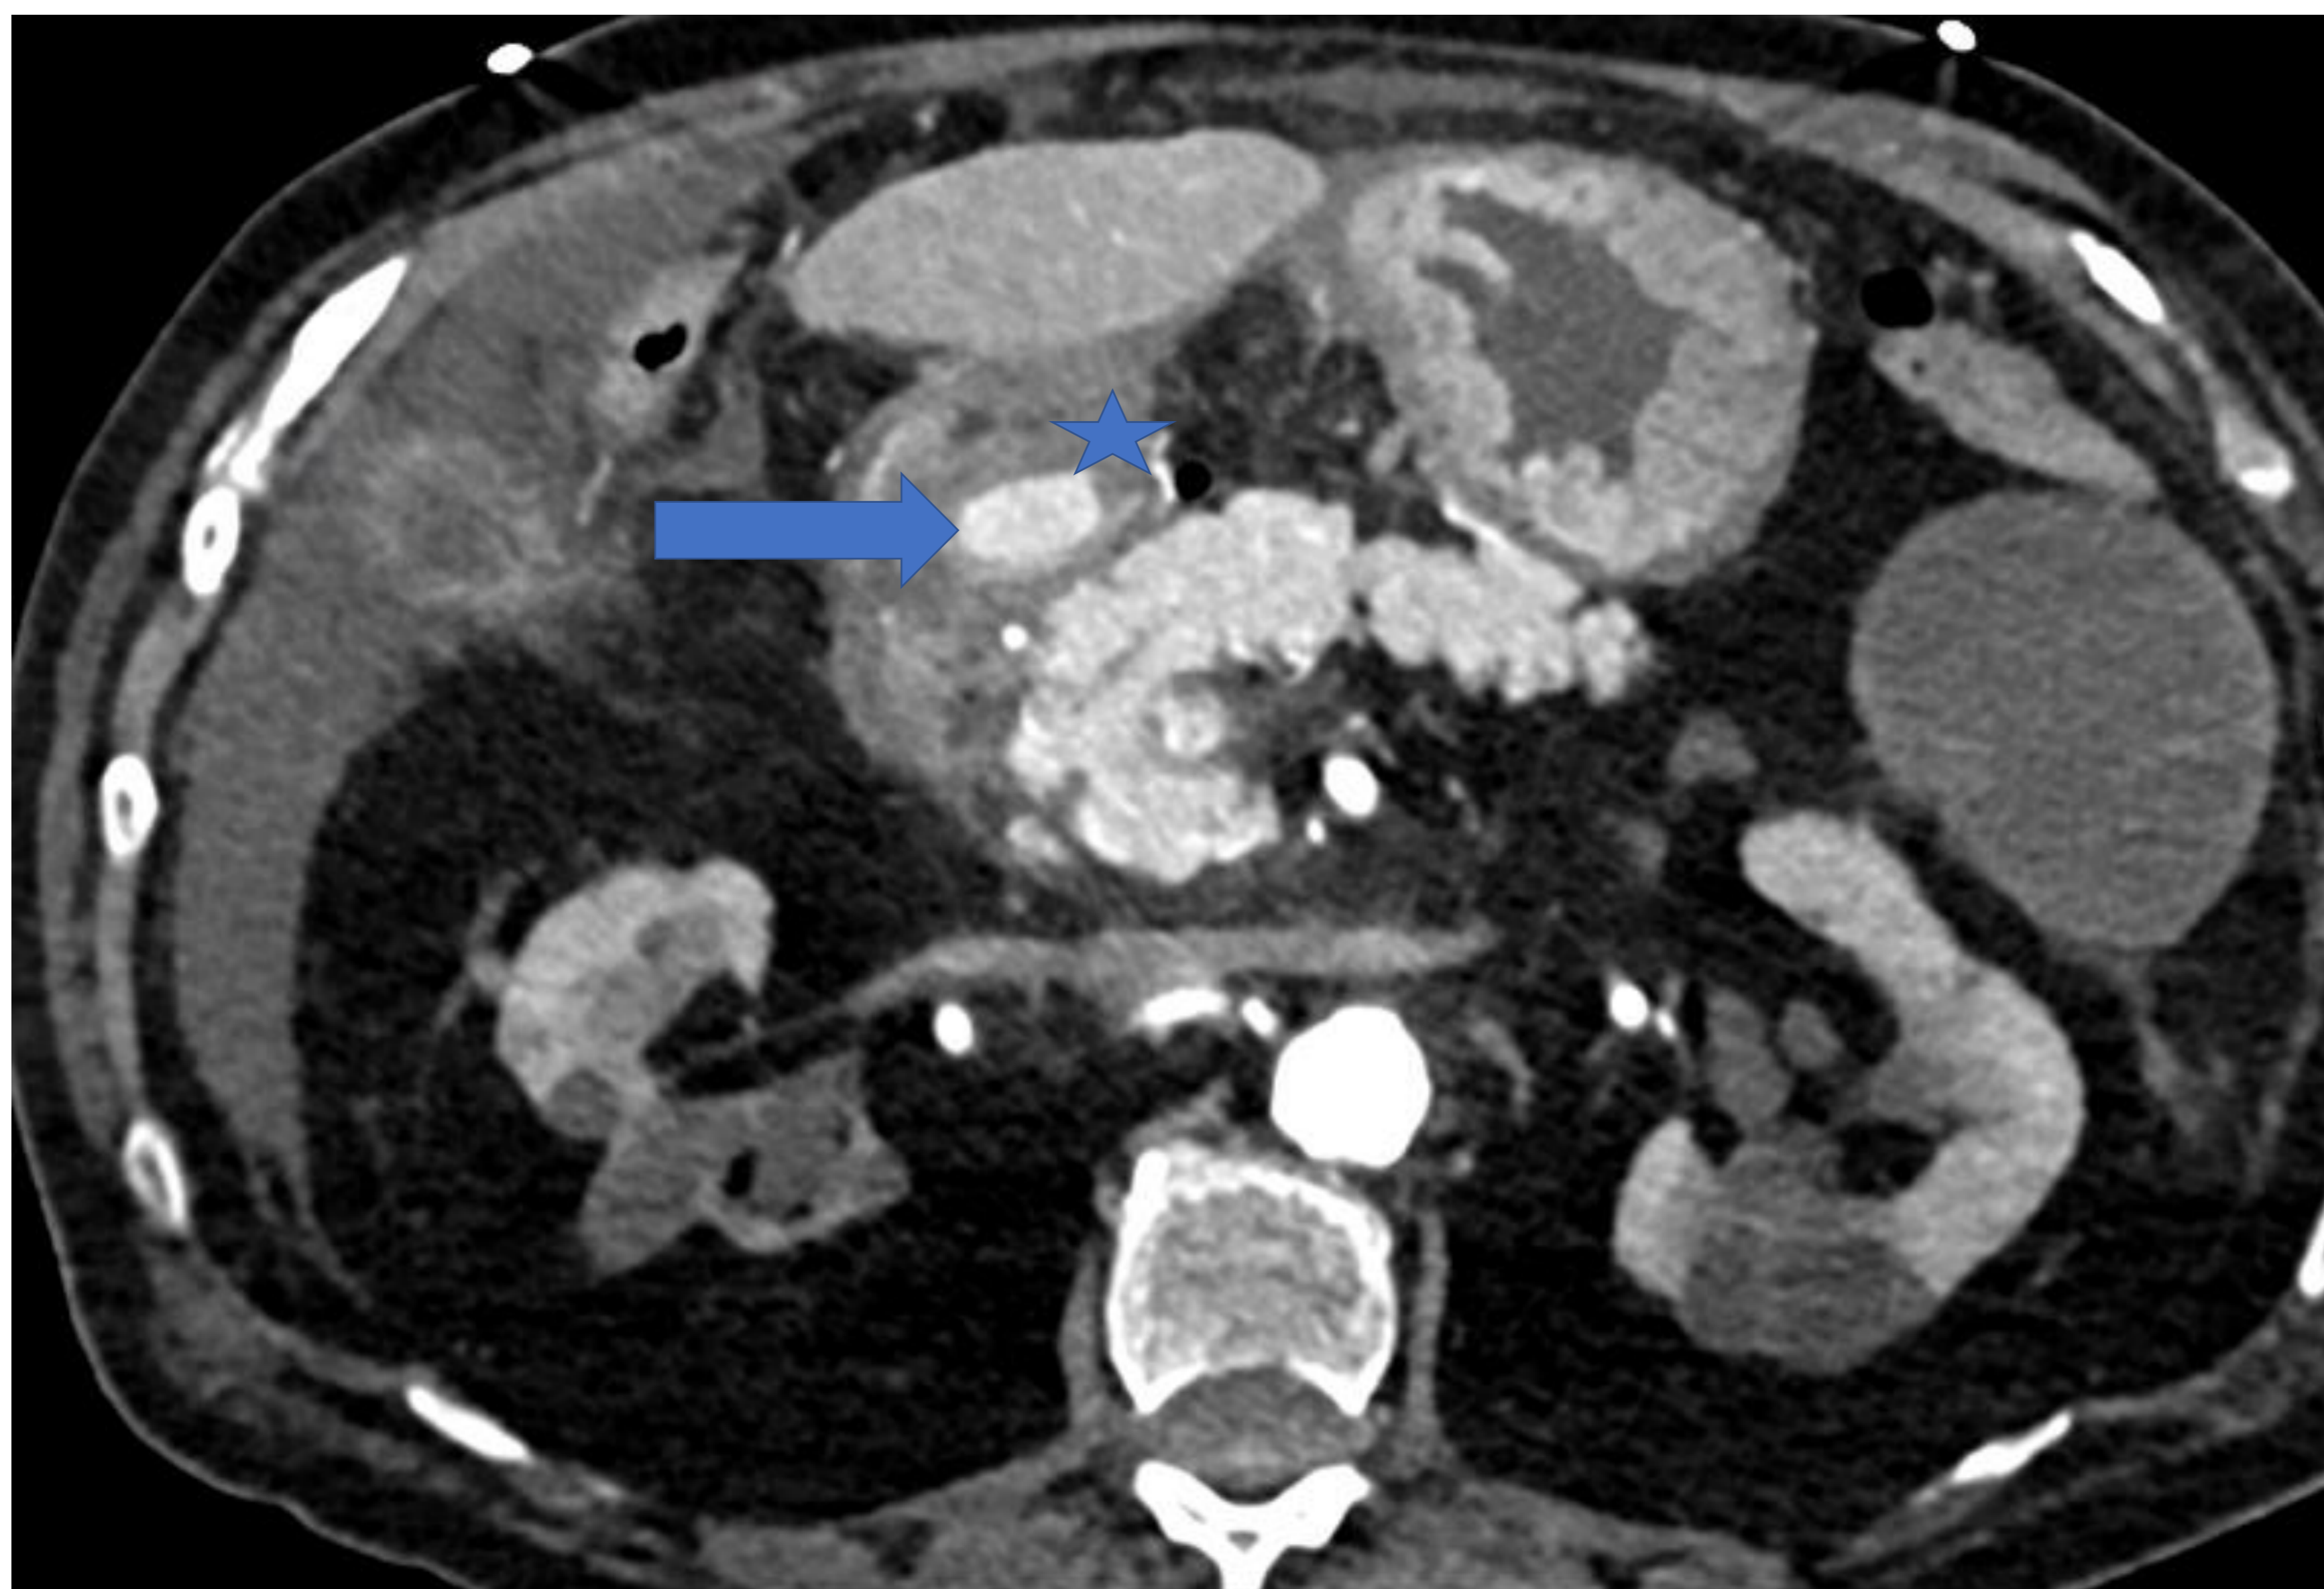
(a, b c). a) TC axial con contraste en fase arterial que muestra en la 1ra porción del duodeno una imagen nodular, ovoidea intramural (flecha azul) que alcanza unos diámetros 18 x 11 mm, con marcado realce en esta fase, con realce similar a la del páncreas. b y c) Cortes coronales y sagitales con tejido pancreático visto en los respectivos planos. Corte coronal muestra la pared duodenal (flecha amarilla). Estrella: líquido libre intraabdominal.
